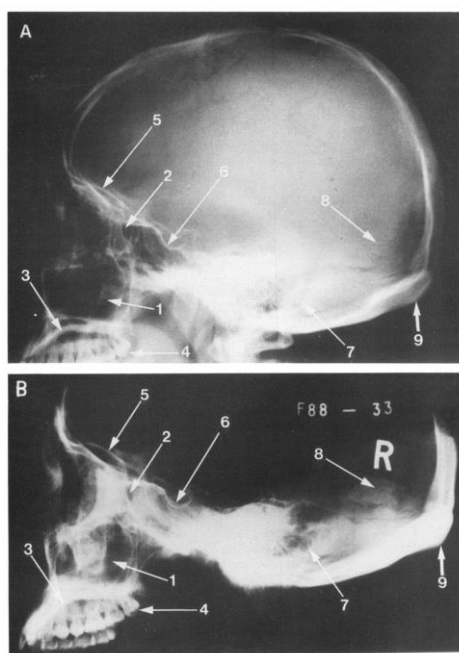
Pontos de correspondência assinalados na radiografia ante-mortem (A) e radiografia post-mortem (B) da região crânio-facial. Fonte: (adaptado de Jablonski & Shum, 1989)
